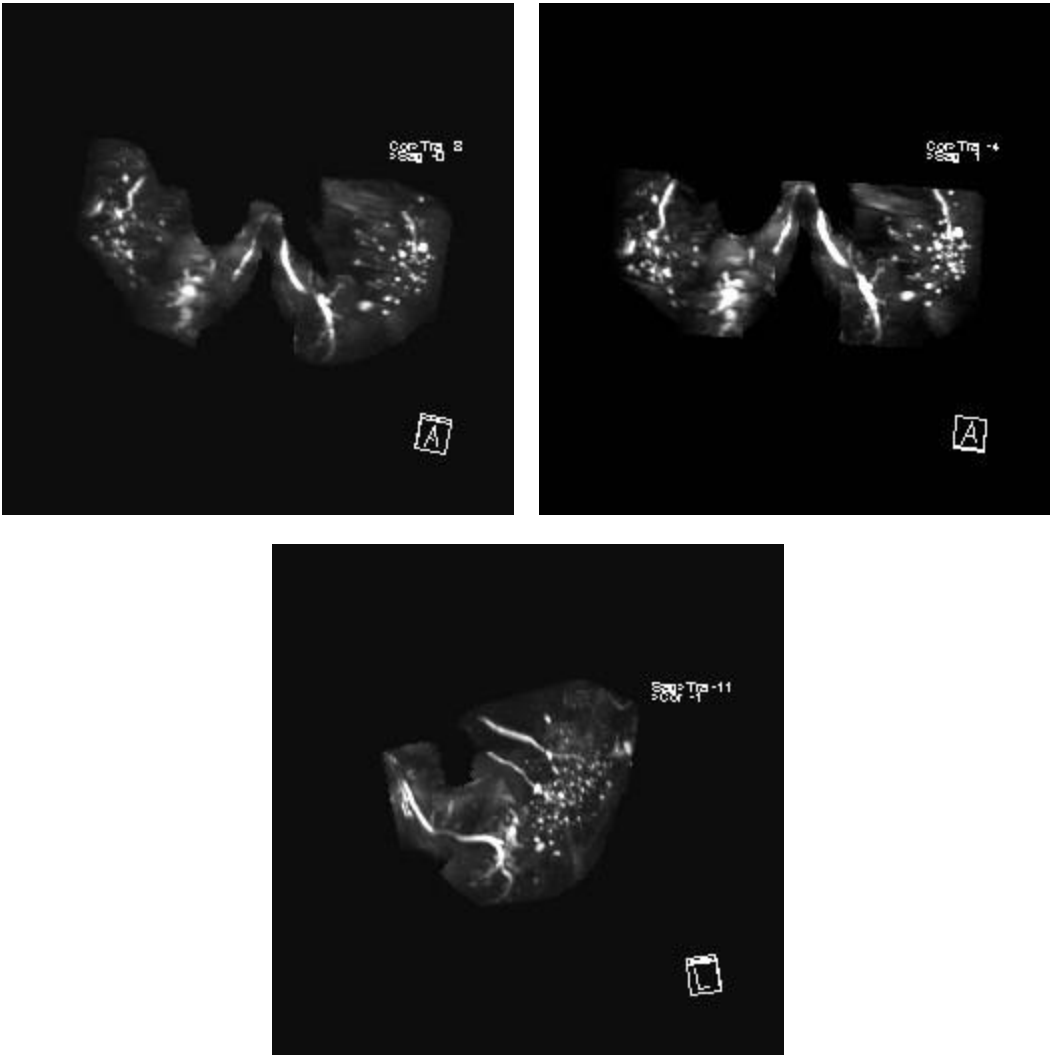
Imagen de sialografía por resonancia magnética en secuencia T2 transversal con saturación grasa en la cual se aprecian áreas de destrucción parenquimatosa en ambas glándulas parótidas de predominio derecho; cambios debido a síndrome de Sjögren.
